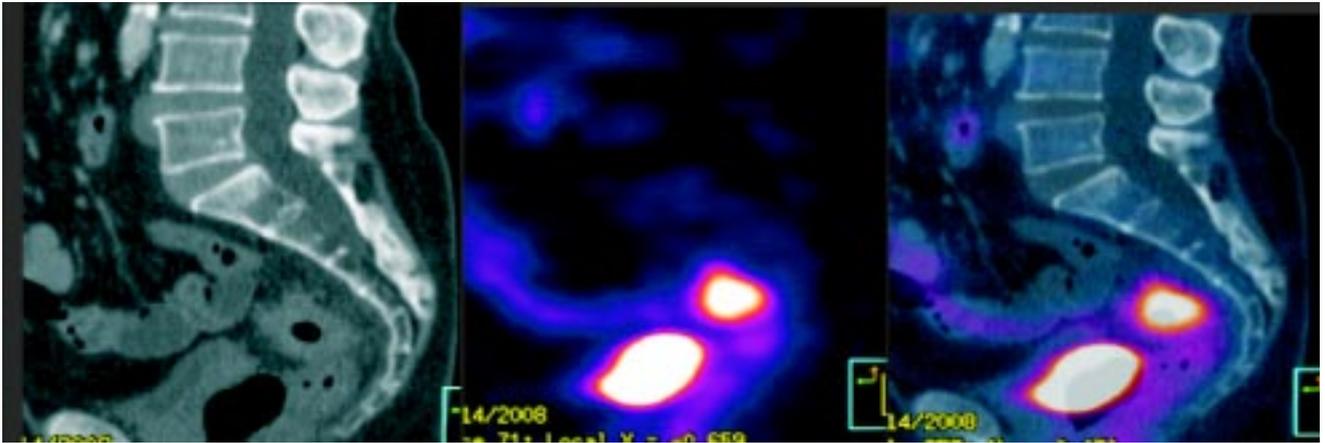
Paciente femenina de 64 años que muestra un engrosamiento focal de la pared del recto cercana al margen anal, aproximadamente a 7 cm del mismo, de aspecto circunferencial con SUV de 6.09.
